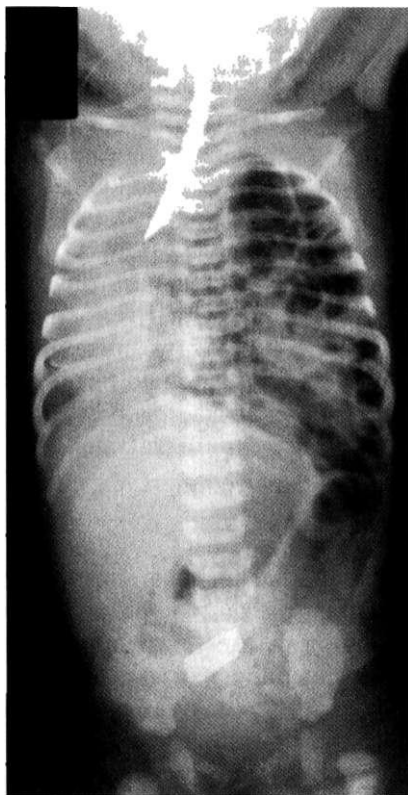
Левосторонняя ложная диафрагмальная грыжа. Обзорная рентгенограмма. В левой плевральной полости видны петли кишечника. Средостение смещено вправо.
